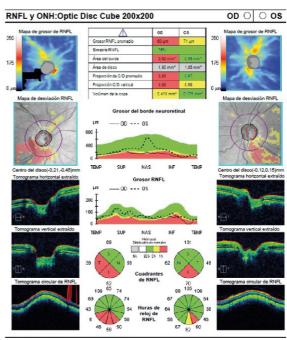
Tomografía de coherencia óptica (OCT) del nervio óptico del paciente de la figura anterior. Obsérvese la correlación entre el adelgazamiento inferior de la papila y la lesión en el hemicampo visual superior.
